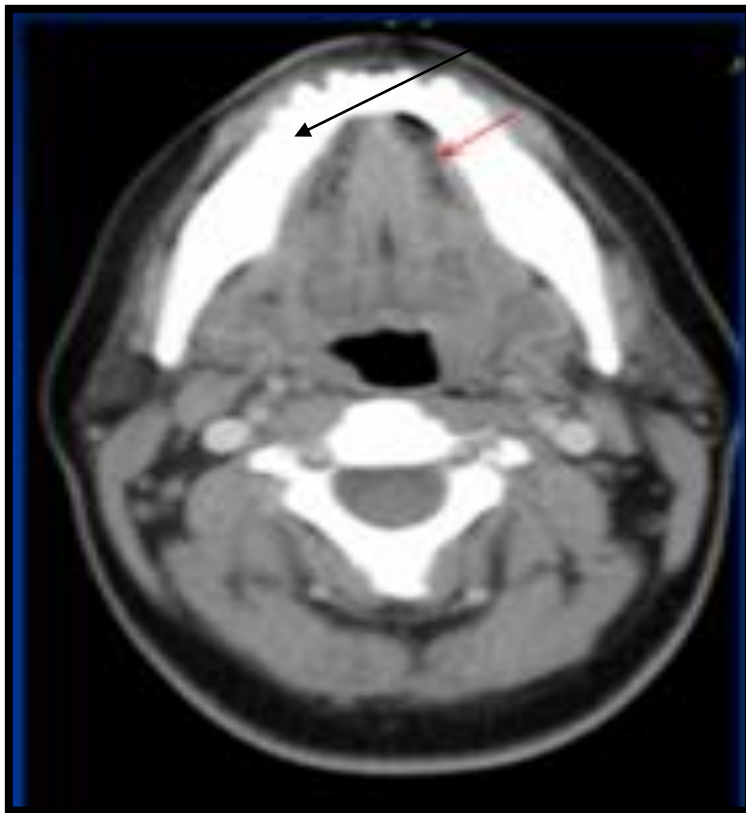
TDM de la région cervicale en coupes axiales après injection de produit de contraste : Aspect TDM normal des glandes sublinguales [94]
